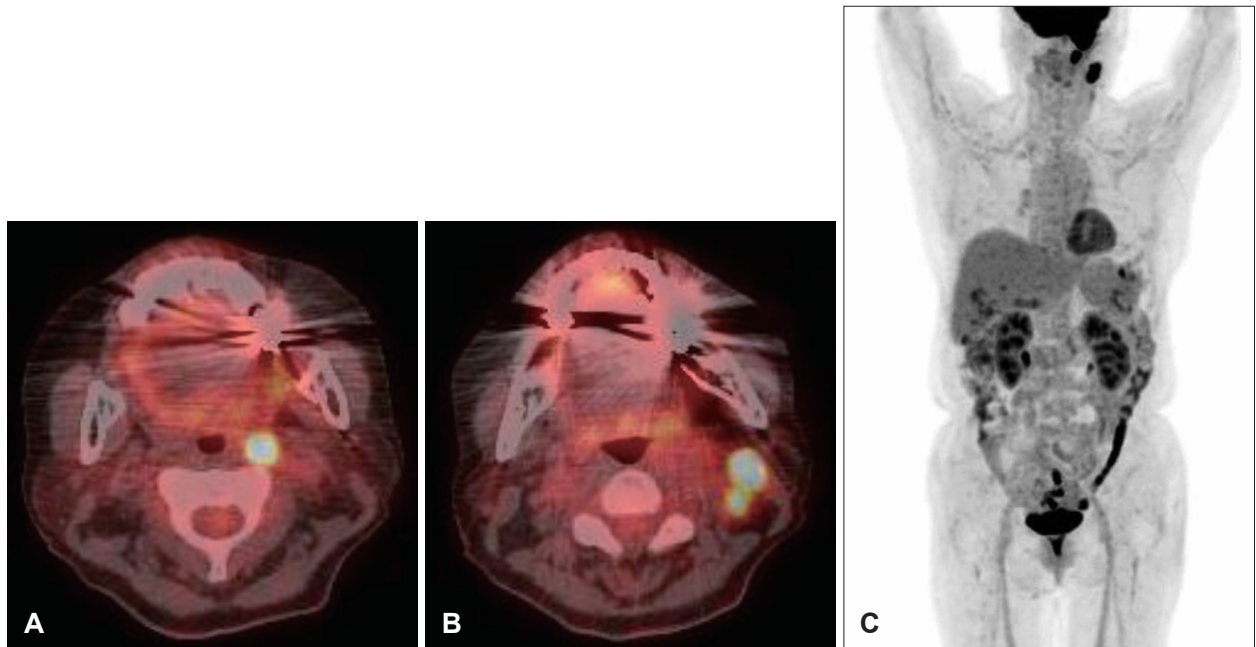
Post-operative PET-CT of the patient. A and B: Post-operative PET-CT shows FDG uptake in the left retropharyngeal lymph node (A), and neck lymph node (B). C: Post-operative PET-CT suggests there is no distant metastasis with FDG uptake. FDG, fluorodeoxyglucose.
